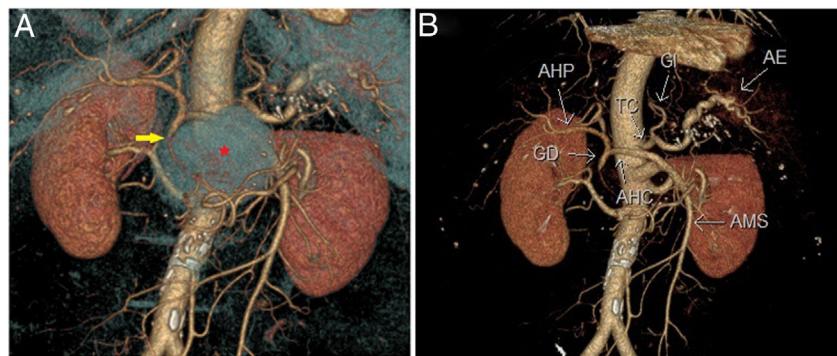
Reconstrucción 3D de la fase arterial. A: escaso relleno del pseudoaneurisma (*) por su gran tamaño, que ocasiona cambio de calibre entre la arteria hepática y la salida de la gastroduodenal desde donde se origina (flecha amarilla). B: variante anatómica de la arteria hepática común (AHC) con origen en la arteria mesentérica superior (AMS), dando a la arteria gastroduodenal (GD) y la arteria hepática propia (AHP). Tronco celíaco (TC) con salida de la arteria gástrica izquierda (GI) y la arteria esplénica (AE).
